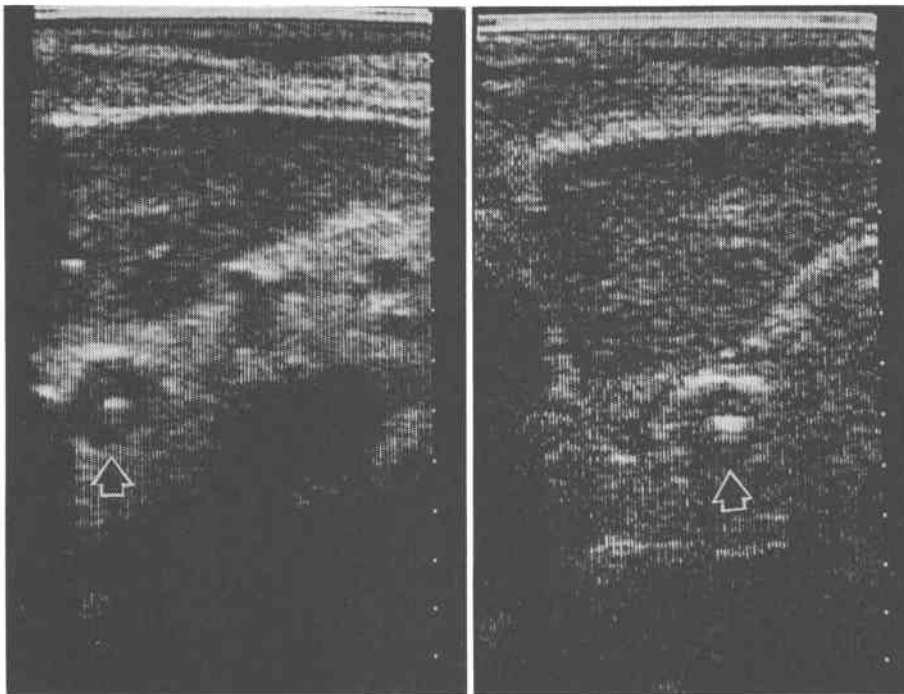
(b) 矢印の如く中心に強いエコーを有する径20mm のバルーン・エコー像を認める。
